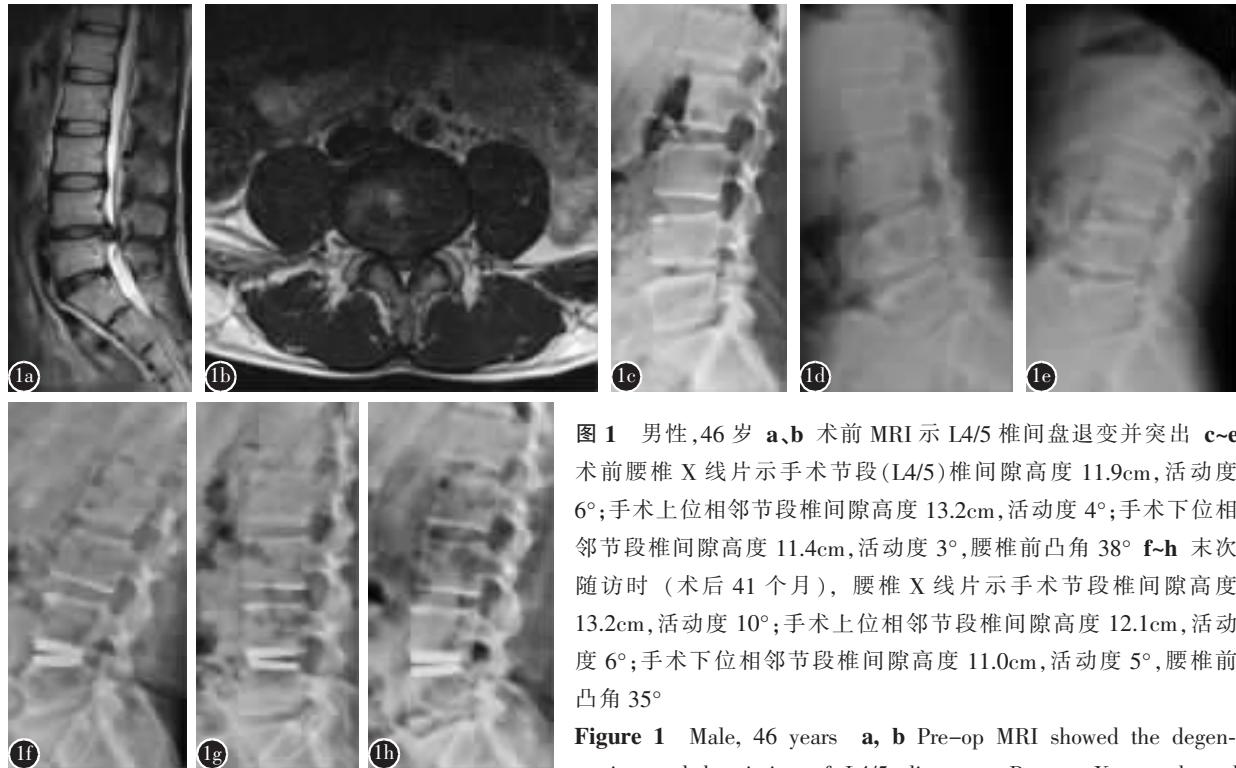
男性,46岁 a,b术前MRI示L4/5椎间盘退变并突出 c~e术前腰椎X线片示手术节段(L4/5)椎间隙高度11.9cm,活动度6°;手术上位相邻节段椎间隙高度13.2cm,活动度4°;手术下位相邻节段椎间隙高度11.4cm,活动度3°,腰椎前凸角38° f~h末次随访时(术后41个月),腰椎X线片示手术节段椎间隙高度13.2cm,活动度10°;手术上位相邻节段椎间隙高度12.1cm,活动度6°;手术下位相邻节段椎间隙高度11.0cm,活动度5°,腰椎前凸角35°
